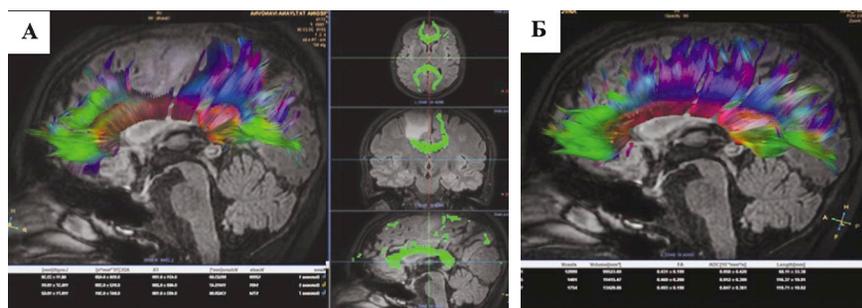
Диффузионно-тензорная трактография (DTI) трактов, проходящих в Corpus Callosum: А) справа отмечается отсутствие трактов на уровне объёмного образования в Corpus Callosum; Б) слева видны тракты, проходящие в Corpus Callosum.
